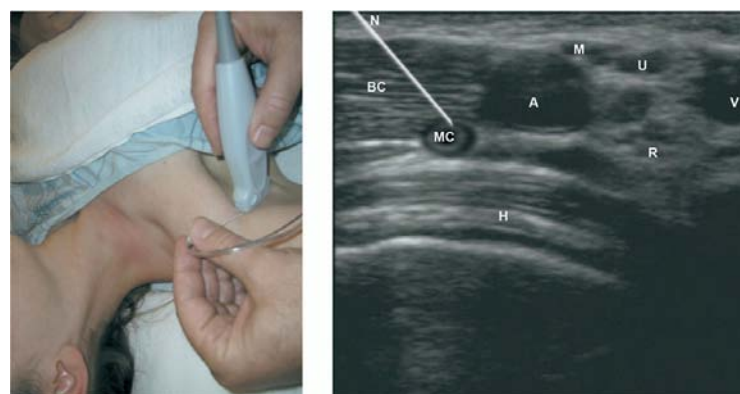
(107) échographie du bloc axillaire. (A)
